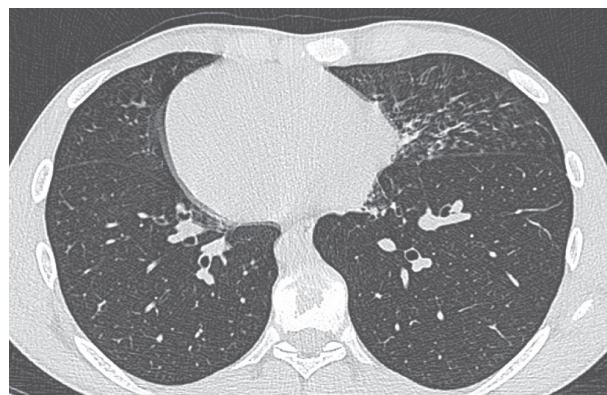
Tomografia computadorizada de tórax – bronquiectasias no lobo médio esquerdo.
